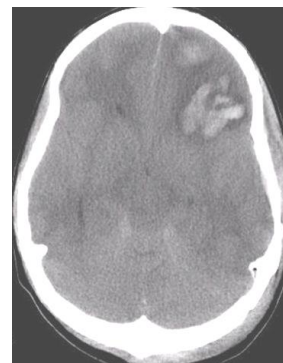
Imagem de TC onde visualiza-se hematoma intraparenquimatoso frontal a esquerda.
